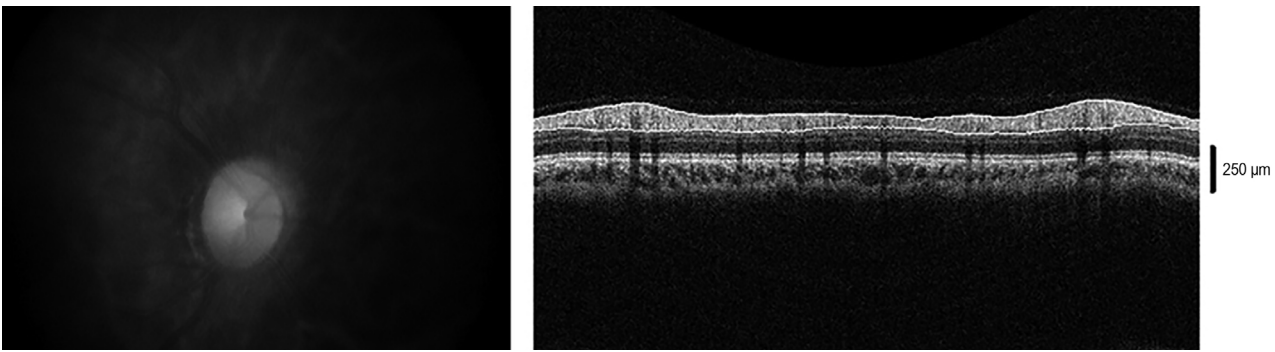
Choroidal thickness of the peripapillary area. The image was acquired using the RTVue FD-OCT. The peripapillary thickness is measured at 8 points around the optic disc. FD-OCT = Fourier domain-optical coherence tomography.
